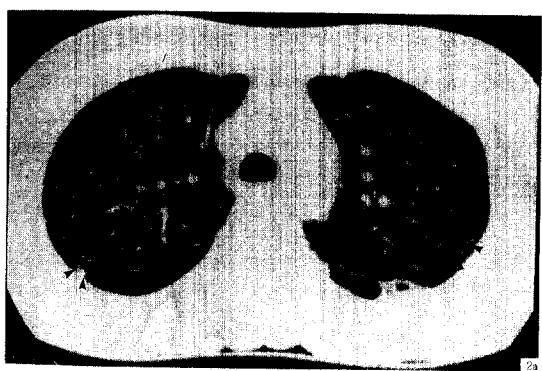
Chest HRCT scan shows multiple variable-sized, irregular-shaped cysts on both lungs(Fig. 2a, 2b). Note the cystic lesions are more prominent on upper lung zone(Fig. 2a) than lower lung zone(Fig. 2b). Some irregular-shaped nodular densities are demonstrated around the cystic lesions(Fig. 2a, arrowheads).
